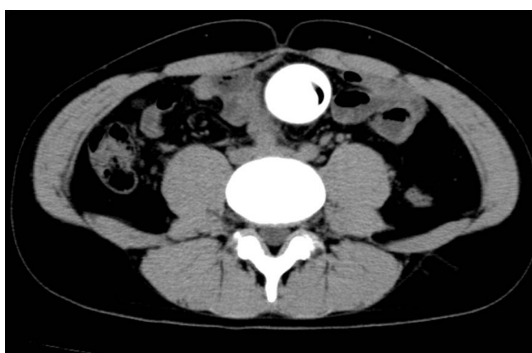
腹部単純CT：直腸からS状結腸におよぶ高吸収体の異物を認める。
